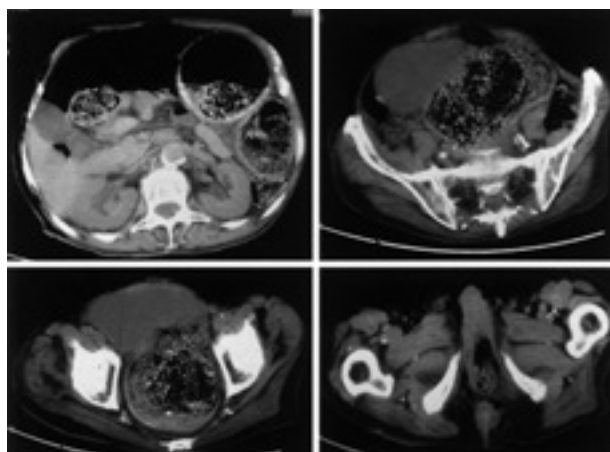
Tomografía computarizada abdominopélvica: enfisema subcutáneo, gran fecaloma en recto, sigma y colon izquierdo, y absceso perineal
